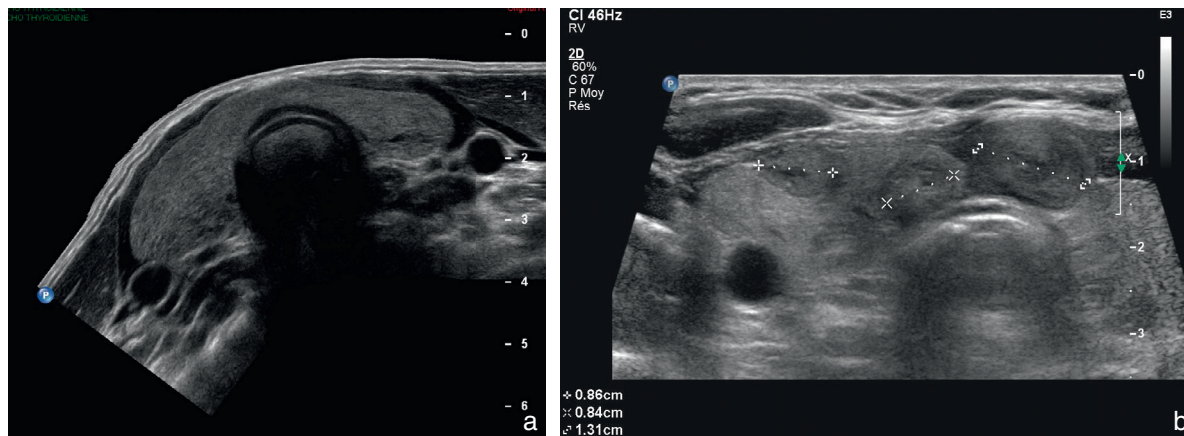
Échographie des goîtres. a. Vue panoramique d'un goitre simple homogène. b. En coupe transversale, goitre siège de nodules bénins.
